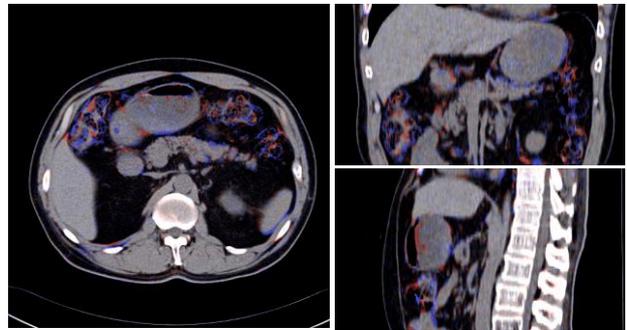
腹部 CT 画像の非剛体レジストレーション
